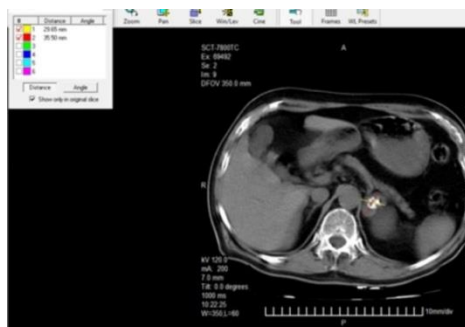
TC tras corte de 7 mm.
